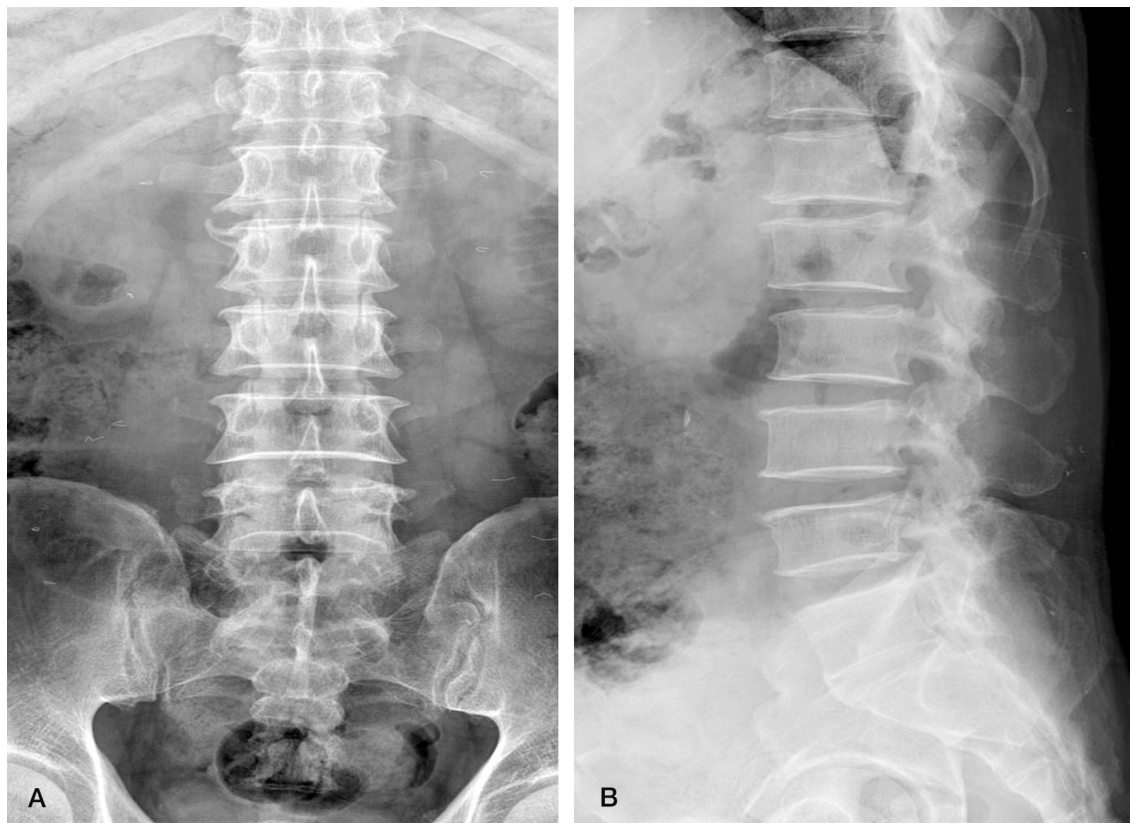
Preoperative AP (A) and lateral (B) x-rays. Intervertebral disc space of L1-2 is narrower than other intervertebral disc spaces.
